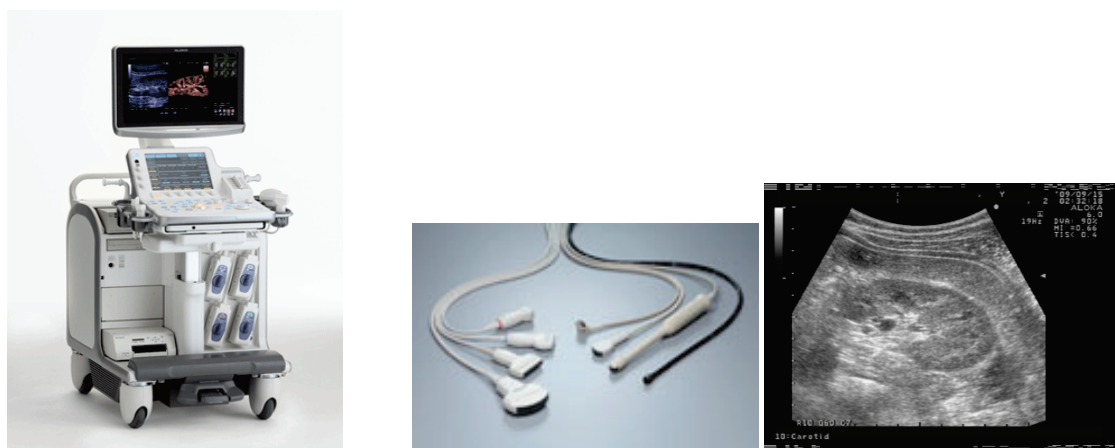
(Left) Ultrasound diagnostic system, (Mid) Probes, (right) Example of the ultrasound image.
